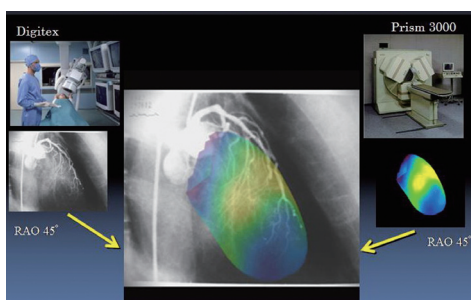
冠動脈造影と心筋 SPECT の融合画像
